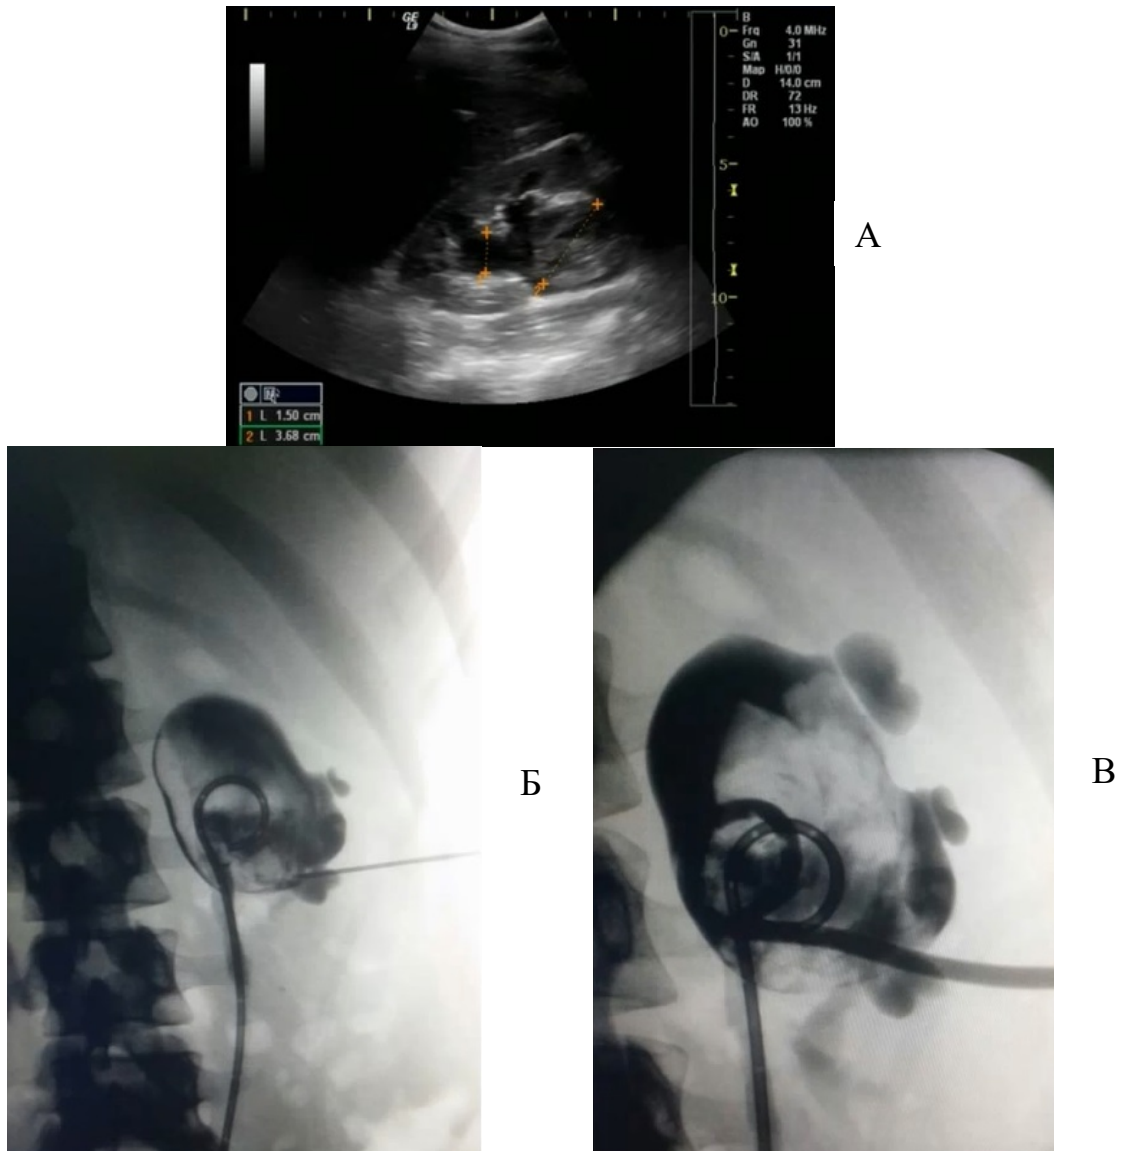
А, Б, В – Тампонада ЧЛС в исходе кровотечения, потребовавшая пункционной нефростомии (УЗИ, антеградная пиелоуретерография)
